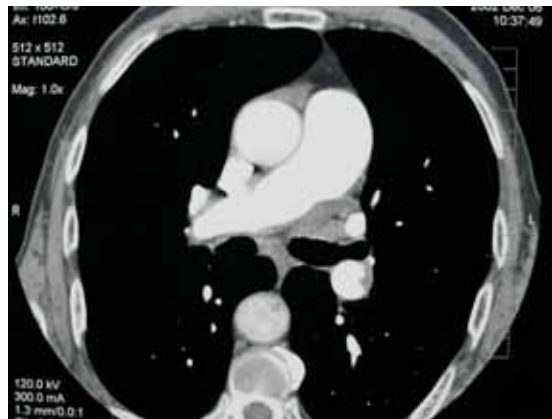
Angiotomografia computadorizada pulmonar. Dilatação do tronco da artéria pulmonar. Trombo excêntrico na artéria pulmonar direita e na interlobar descendente esquerda.
